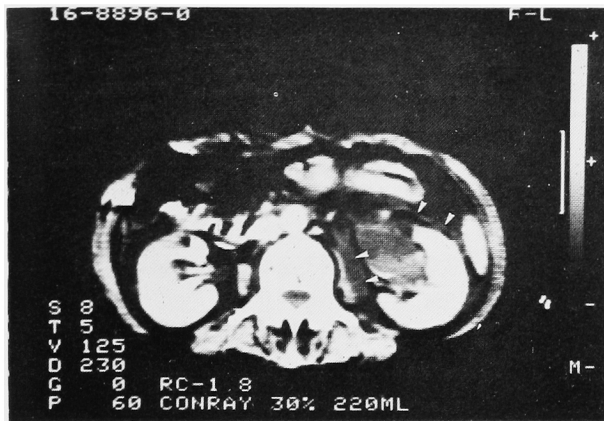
CT scan: 左腎周囲組織の浮腫(矢印)がみられる
